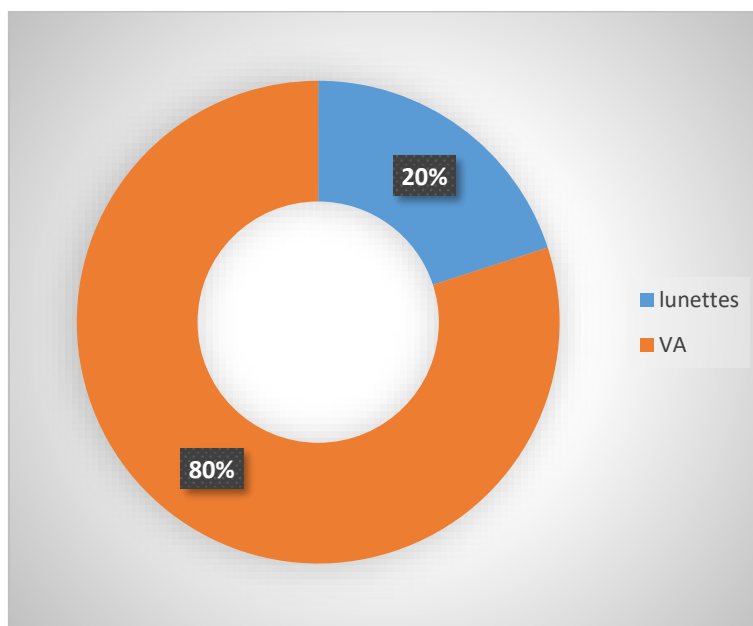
Répartition selon le support ventilatoire des patients non monitorés par échocardiographie.
